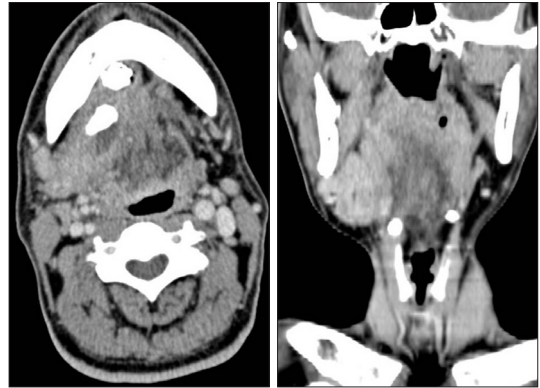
Axial & Coronal CT: Images show two large calculi in the right Wharton's duct and revealing absence of the left submandibular gland.
